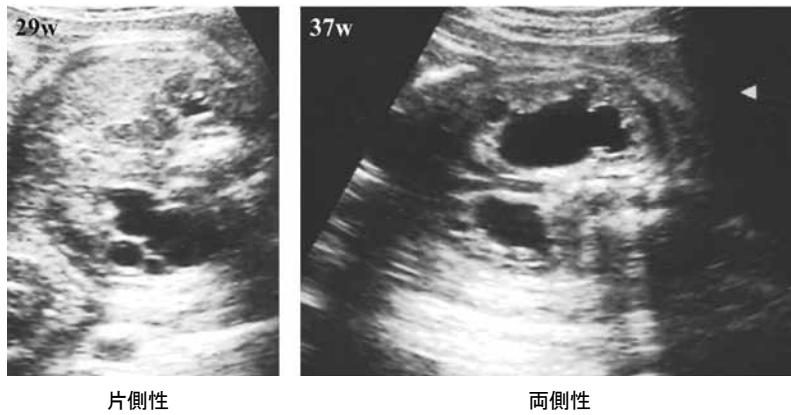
水腎症の超音波断層図 (香川大学 秦利之先生より提供)
